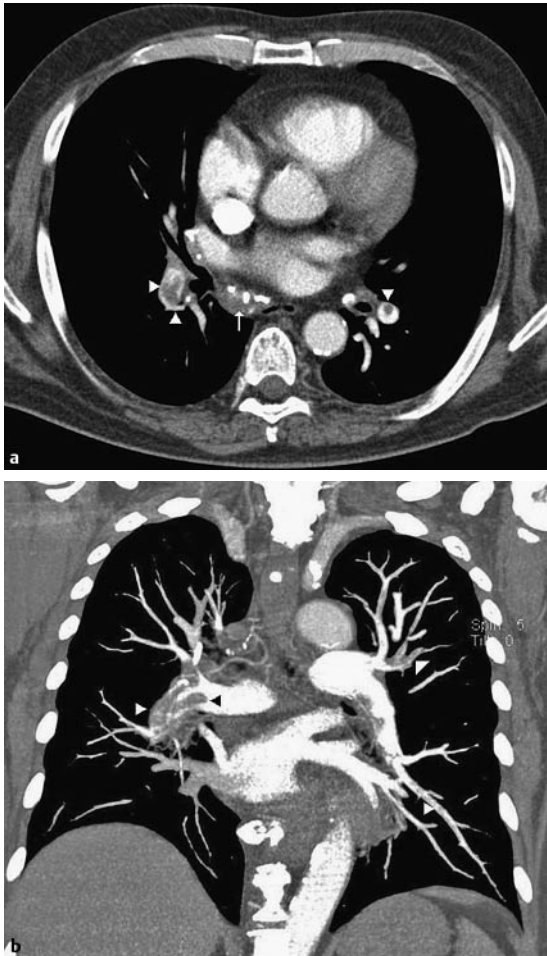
Typisches Angio-CT bei Lungenarterienembolie. Transversale (a) und koronare (b) CT-Aufnahmen mit optimaler Kontrastierung der Pulmonalarterien. Kontrastmittelaussparungen als Korrelat der beidseitigen Thromben (Pfeilspitzen). Rechts paraösophageal verkalkter Lymphknoten (Pfeil).
